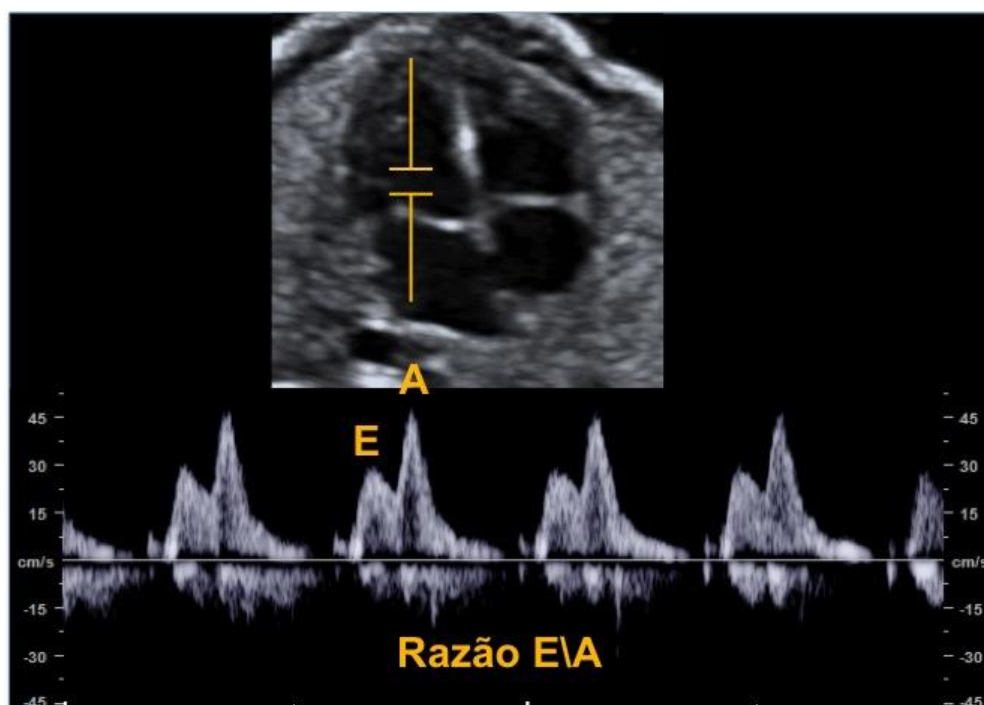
Imagem demonstrativa do Doppler espectral das ondas E e A através da valva mitral.
